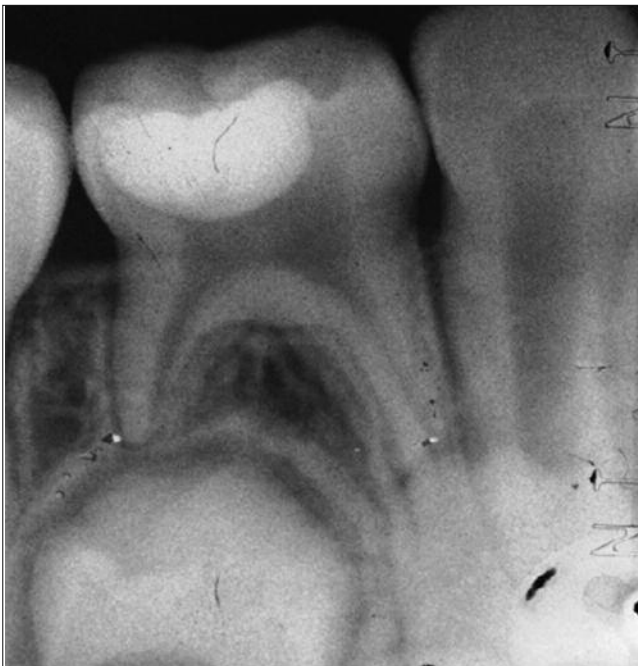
Radiografia periapical após 36 meses
